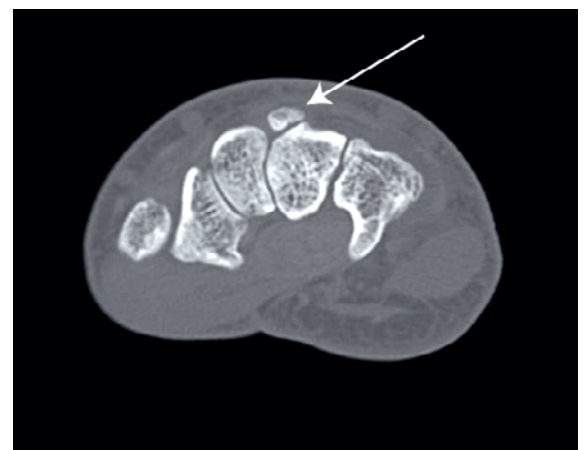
CT Hand rechts: (Abb. 3–6), transversal (s. Pfeil).
